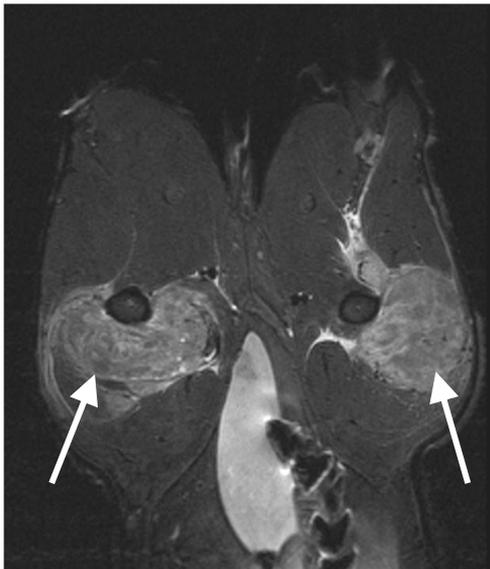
MRT-Aufnahme des Musculus Quadriceps
